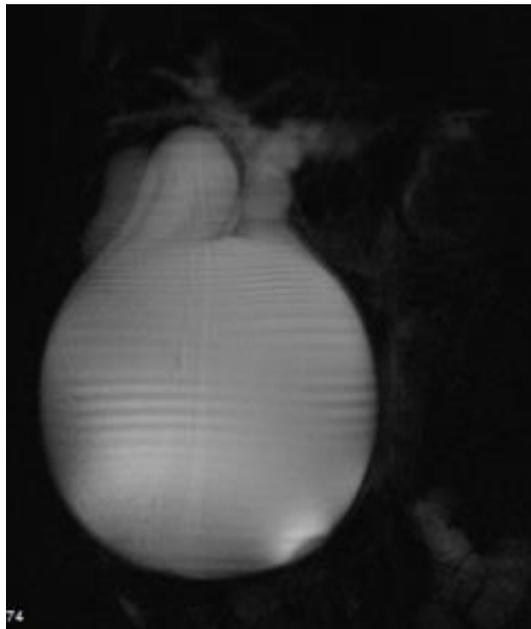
Colangioresonancia Reconstrucción 3D: Quiste colédoco Todani IA
